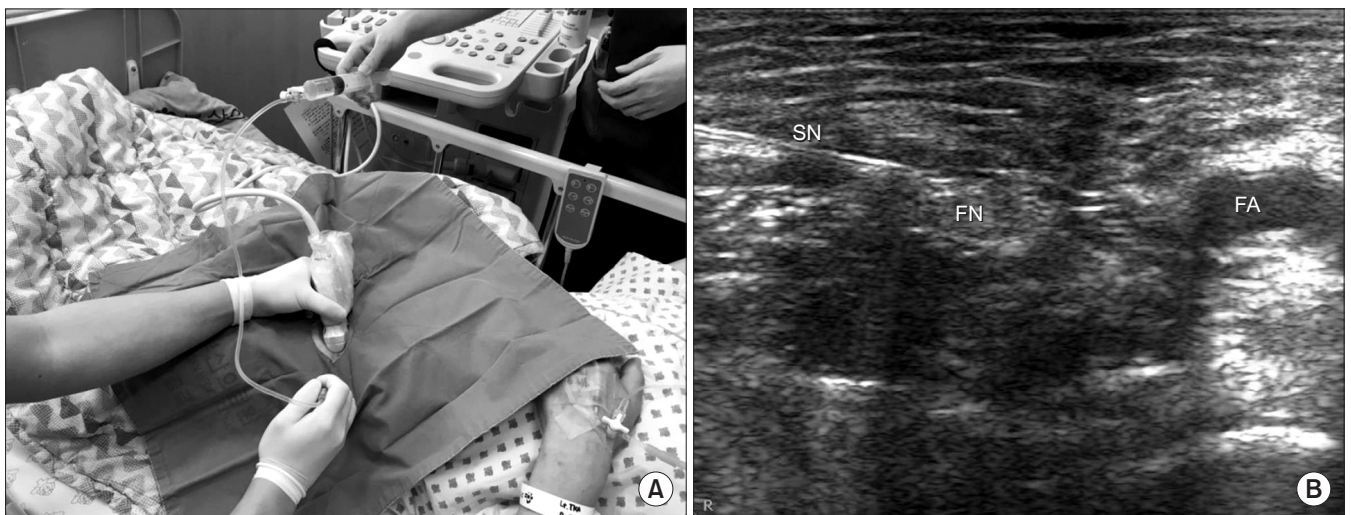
Femoral nerve (FN) block. (A) FN block using ultrasonography; probe was placed on inguinal area to find the femoral artery (FA) on which located laterally to the femoral vein and medially to FN surrounded by hyperechoic iliac fascia. (B) Place the catheter near the FN. SN, spinal needle.
